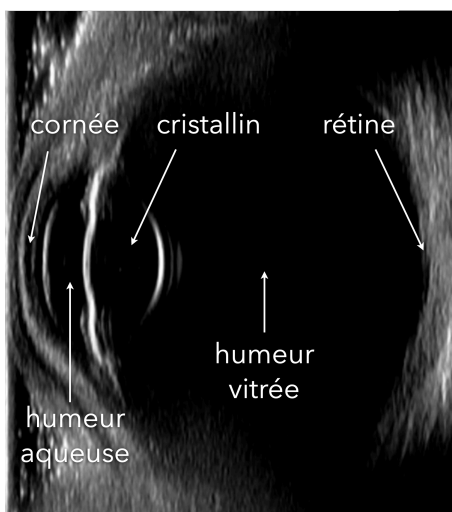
Image échographique de l'œil
